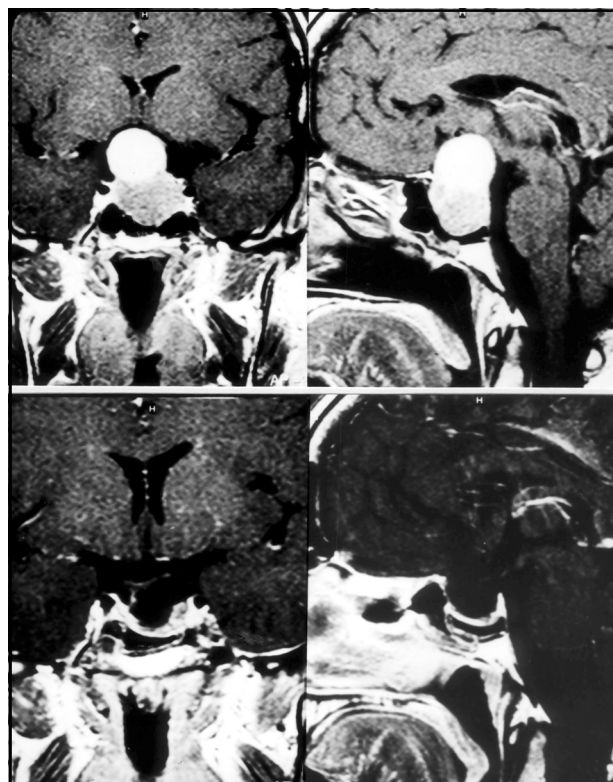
Imagem por ressonância magnética do pré e pós-operatório de macroadenoma hipofisário, mostrando ressecção total da lesão e descompressão do quiasma óptico.
